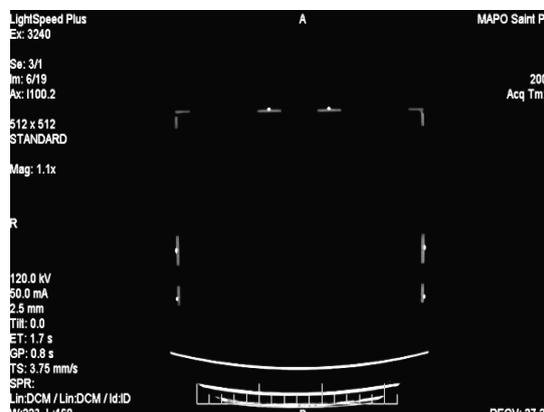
КТ-локализатор в сборе (модель М-2).
